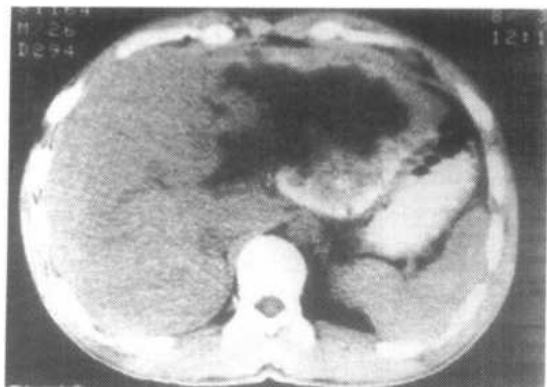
肝包虫病(泡状型)的 CT 图象
